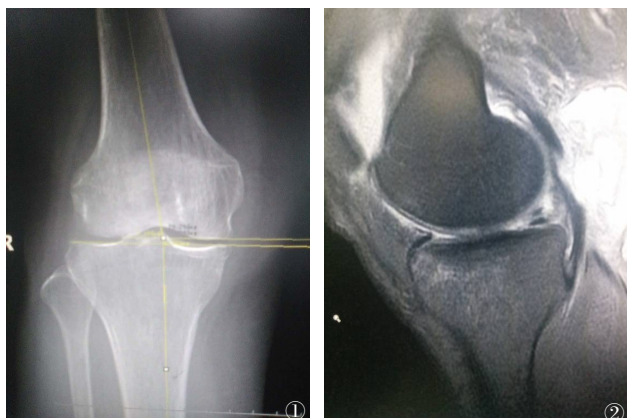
~2 女性,68岁,膝关节骨关节炎患者术前X线片及MRI。图1 X线片可见骨质增生,内侧间隙变窄;图2 MRI片可见内侧半月板后角III°撕裂
